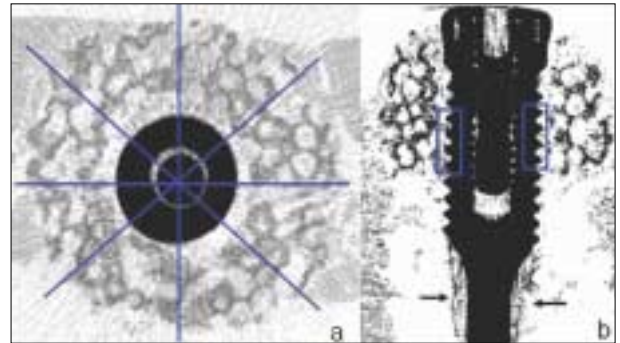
Micro-CT images: ROI for BIC measurement. a) The location of sectioning, b) In two rectangular areas, BIC was evaluated. The metal artifacts around the apex of implant(black arrow).
